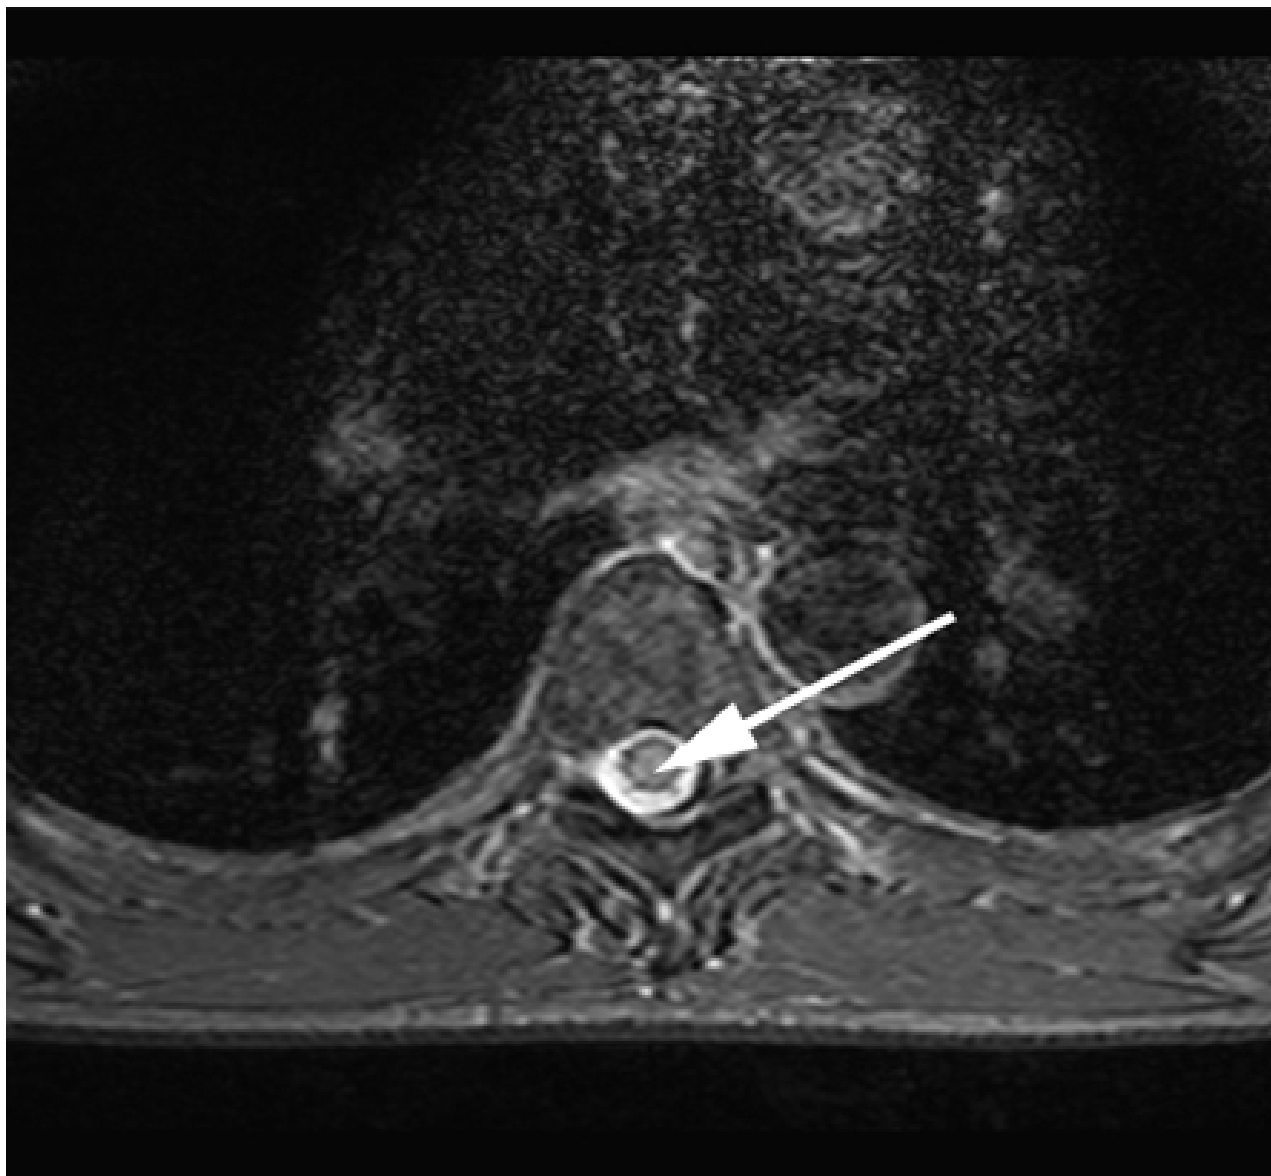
Ressonância nuclear magnética (RNM) ponderada em T2 axial da medula espinhal cervical mostrando lesão de mielite
